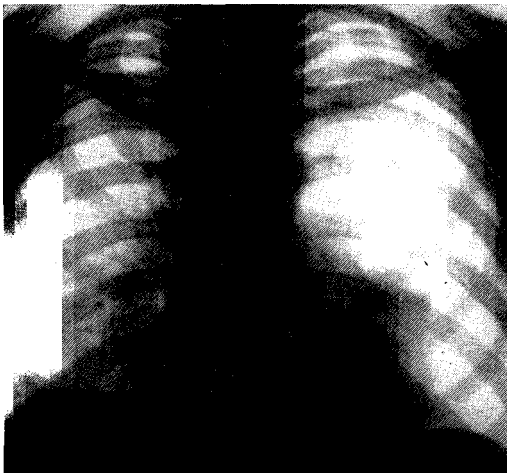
Рентгенограмма больной М. Ятрогенный левосторонний тотальный пневмоторакс после иглорефлексотерапии
